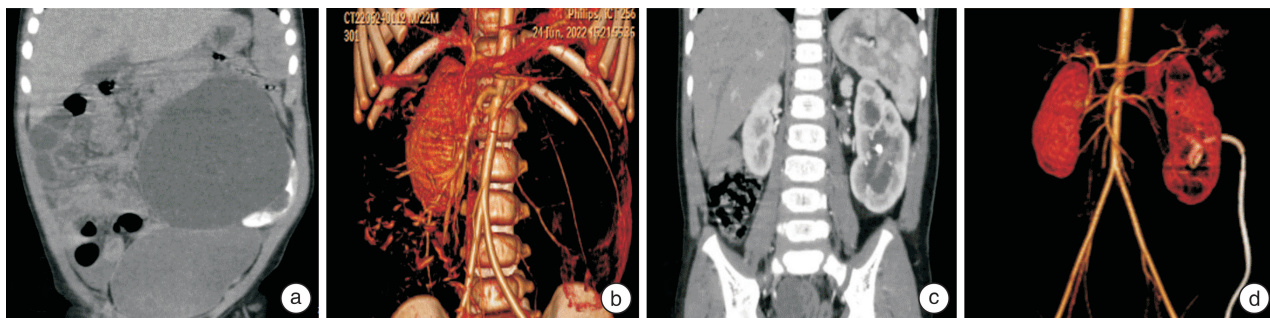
PCN 术前后肾脏增强 CT 及三维重建图像
